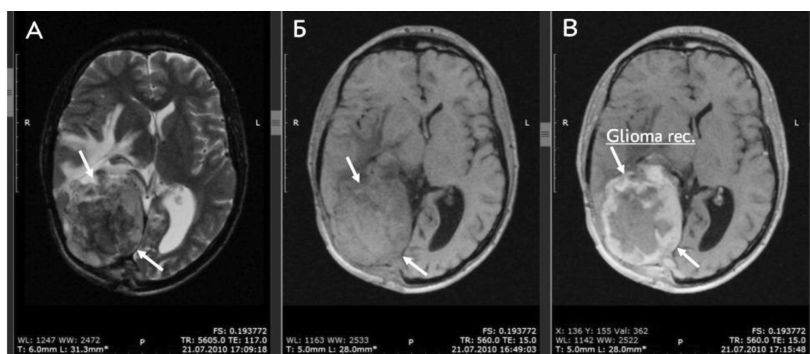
Картина парамагнитного контрастного усиления обширной злокачественной (4 степень анаплазии) рецидивной глиомой затылочной области справа при МР-томографическом исследовании с использованием Mn-глюконата. А – аксиальный срез МРТ головного мозга в T_2 -взвешенном изображении, на уровне боковых желудочков. Опухоль отмечена белыми стрелками. Б – T_1 -взвешенное изображение на том же уровне и при том же аксиальном расположении томосреза МРТ, до введения контраста – парамагнетика Mn-глюконата. Опухоль также отмечена стрелками идентично рис. 11А. В – контрастное усиление T_1 -взвешенного изображения МРТ после контрастирования опухоли Mn-глюконатом. Очевидное высокоинтенсивное накопление парамагнетика в периферических отделах рецидивной глиомы также отмечено стрелками и подписано
